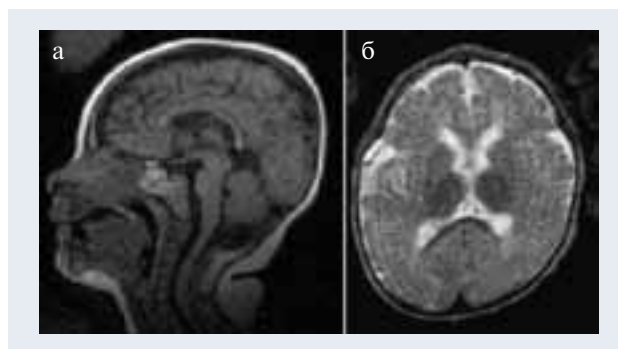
МРТ-исследование головного мозга ребенка, страдающего наследственной энзимопенической метгемоглобинемией II типа.
